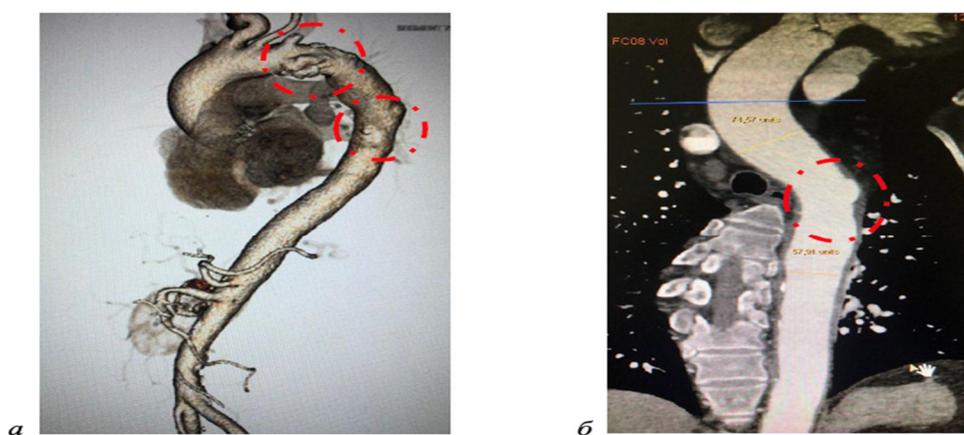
МСКТ – ангиография грудного отдела аорты: а – 3D реконструкция аорты. б – продольный срез. Красными пунктирами указаны ПАЯ
